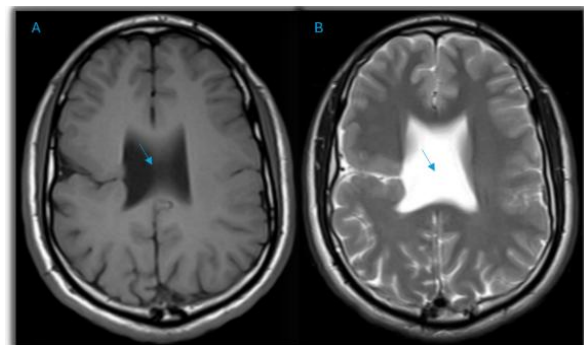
Resonancia magnética en corte axial. A) Secuencia potenciada en T1. B) Secuencia potenciada en T2. Con la flecha se identifica la separación atípica de los ventrículos laterales por ausencia del septum pellucidum.
